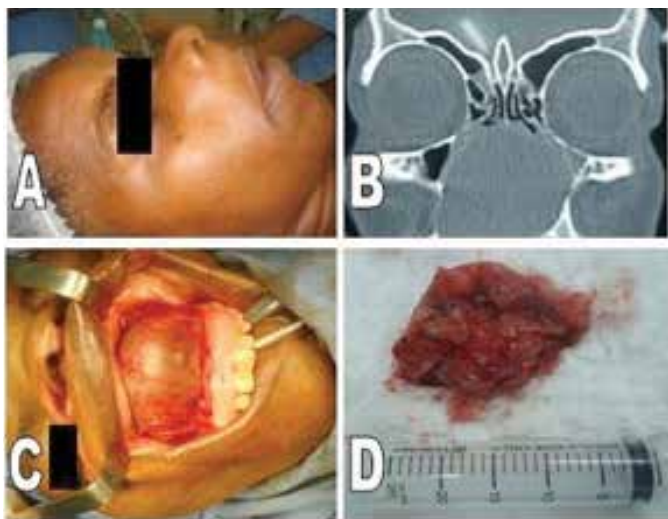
Paciente no pré-operatório (A); tomografia computadorizada (B); paciente no intra-operatório (C); peça cirúrgica (D).
